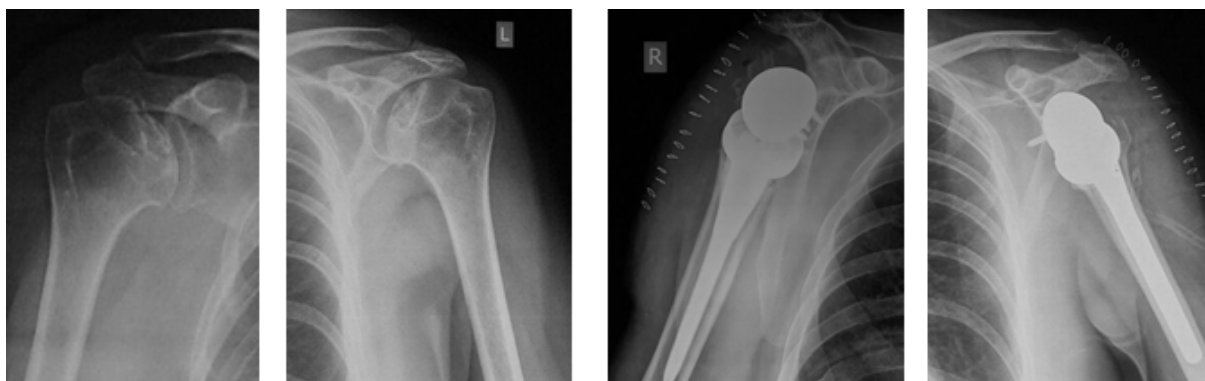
Пациент М., 42 года. Асептический некроз головок плечевых костей. Рентгенограммы до и после оперативного лечения
